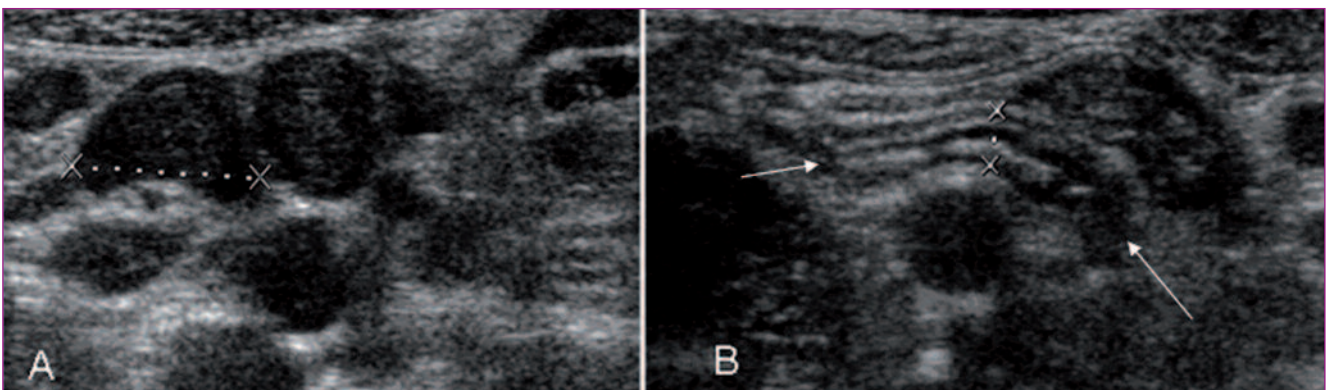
Estenosis hipertrófica de píloro: A. Corte transversal del píloro con un diámetro de 13,6 mm. B. Corte longitudinal del canal pilórico, paredes muy engrosadas y canal estrecho. C. Con Doppler: hiperemia de la hipertrofia muscular.
